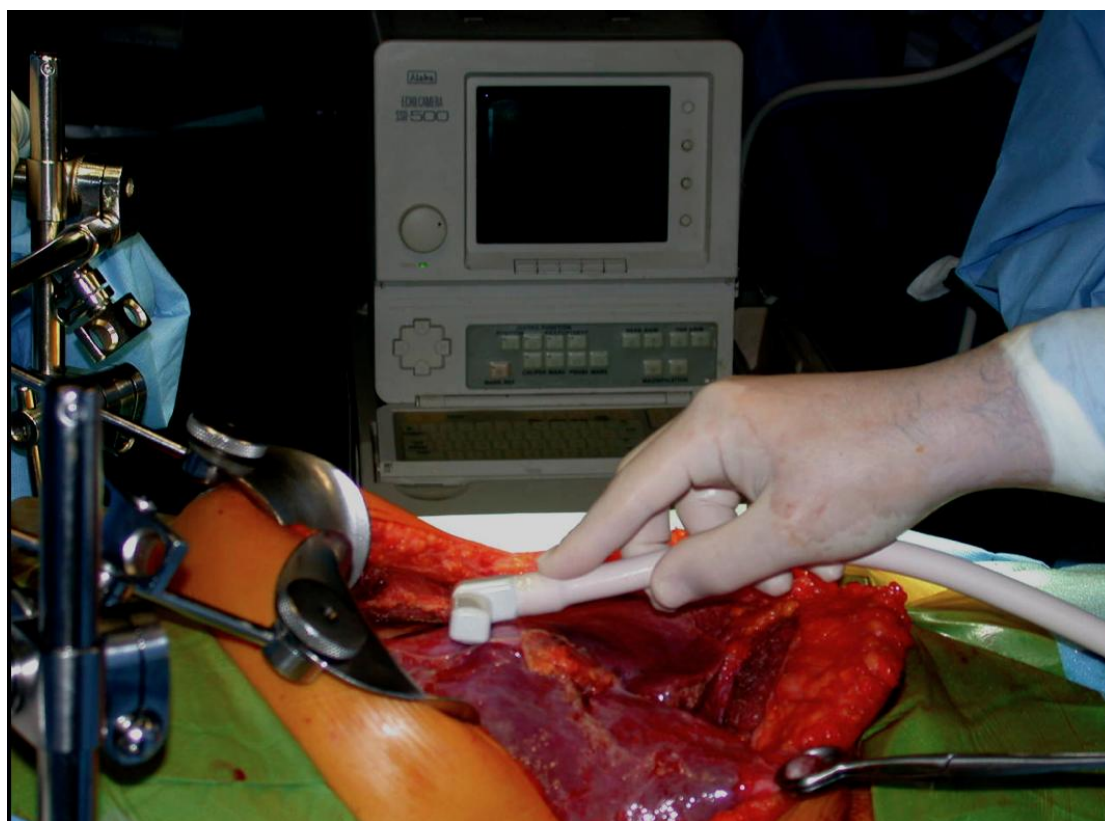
Ecografía intraoperatoria hepática. Transductor en T lineal de 5.5 MHz
